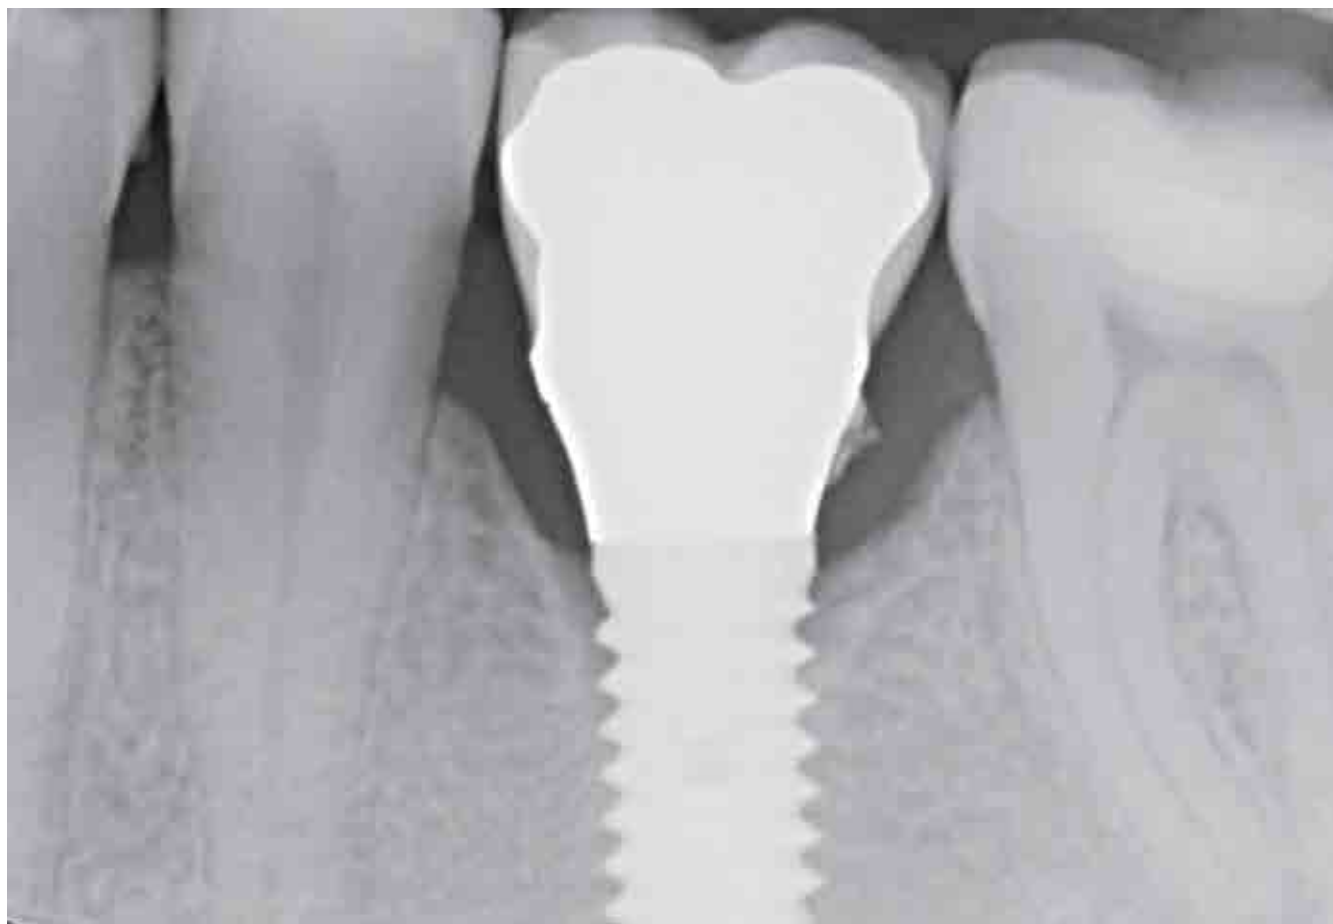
Eccessi di cemento non individuati visivamente ma solo radiograficamente
